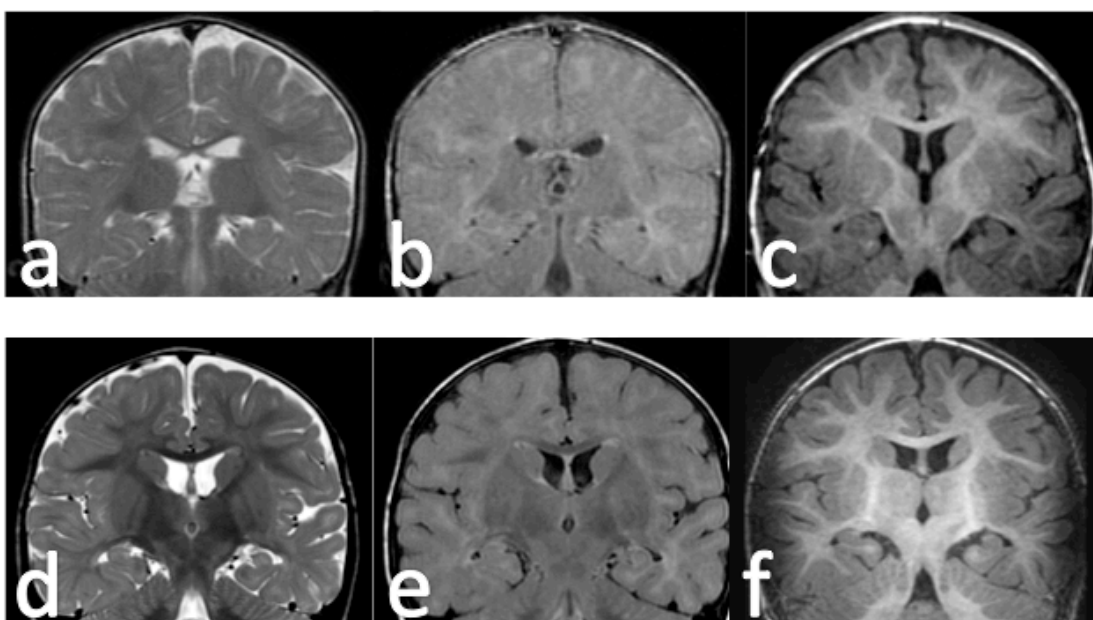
Displasia cortical tipo I temporal izquierda. En la fila superior estudio realizado en RM de 1,5T. Los cortes coronales en T2 (a), FLAIR (b) y T1 (c) no muestran alteraciones significativas. Los cortes correspondientes de 3T muestran discreta hiperintensidad en sustancia blanca de lóbulo temporal izquierdo en las secuencias T2 (d) y FLAIR (e), sin que se observen alteraciones en las secuencia T1 (f).
